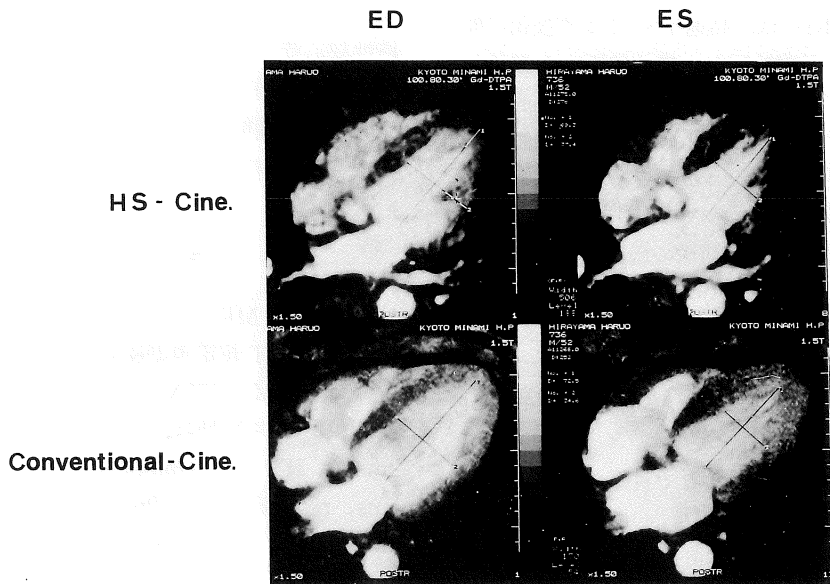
Comparison of horizontal long axis left ventriculography between conventional cine MRI and first pass Gd-DTPA enhanced high speed cine MRI. Left ventricular cavity is clearly visible in first pass Gd-DTPA enhanced high speed cine MRI (upper panel), especially on end-systolic (ES) image. ED : end-diastole ES : end-systole
